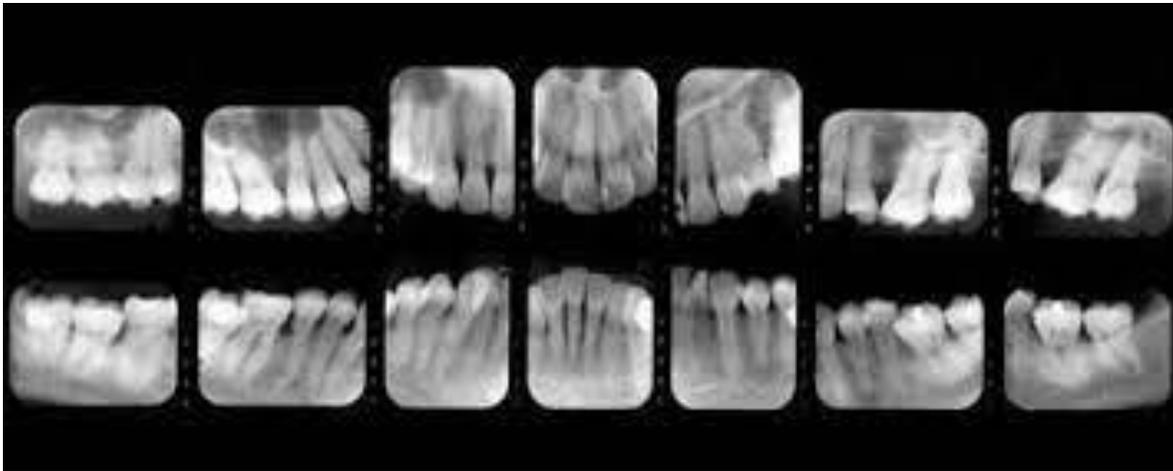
Serie de radiografías periapicales
